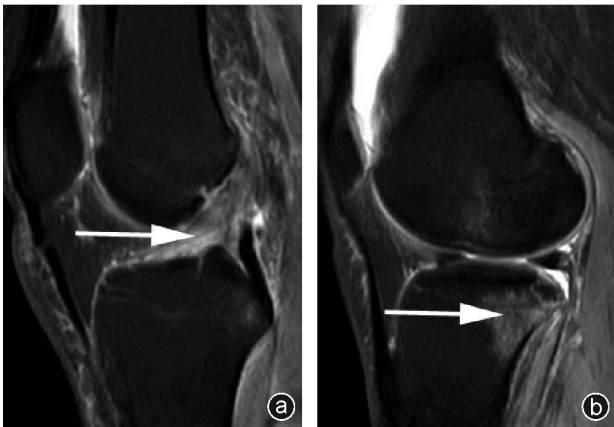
病人,女,42岁,主因外伤致膝关节疼痛就诊,诊断为ACL轻度损伤,胫骨平台后侧骨损伤 a: MRI示ACL上端增粗,内部异常信号影,连续性可,在矢状位PD-SPAIR上呈高信号;b: MRI示胫骨平台外后部可见片状异常信号影,在矢状位PD-SPAIR上呈高信号
